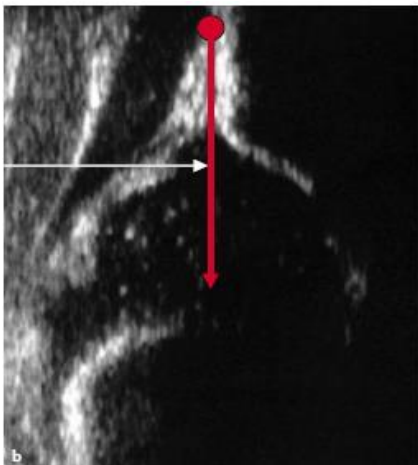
Sonogramm mit eingezeichneter Grundlinie (Graf et al., 2006, S. 86)
